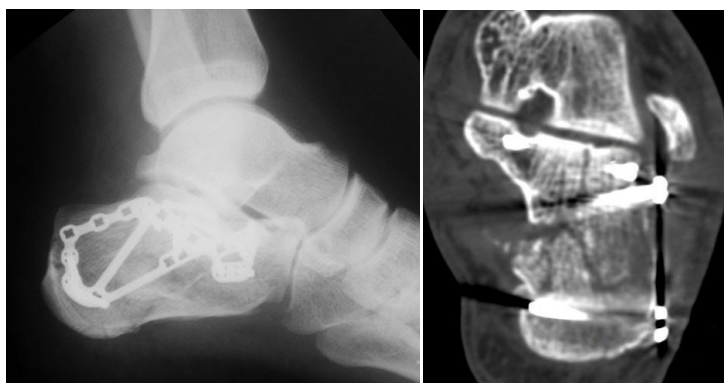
Рентгенологическая и КТ-картина (коронарная реформация) после репозиции и фиксации. Анатомия суставной площадки и высота пяточной кости восстановлены.
